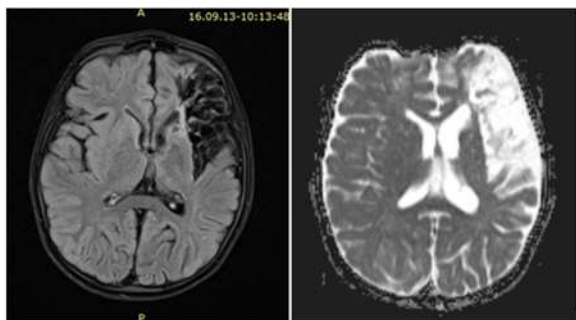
Hyposignal fronto-temporal gauche en séquence FLAIR (a) et hypersignal diffusion (b) avec discrète ectasie du ventricule latéral homolatéral en faveur d'une évolution de AVC vers la cavité porencéphalique.
